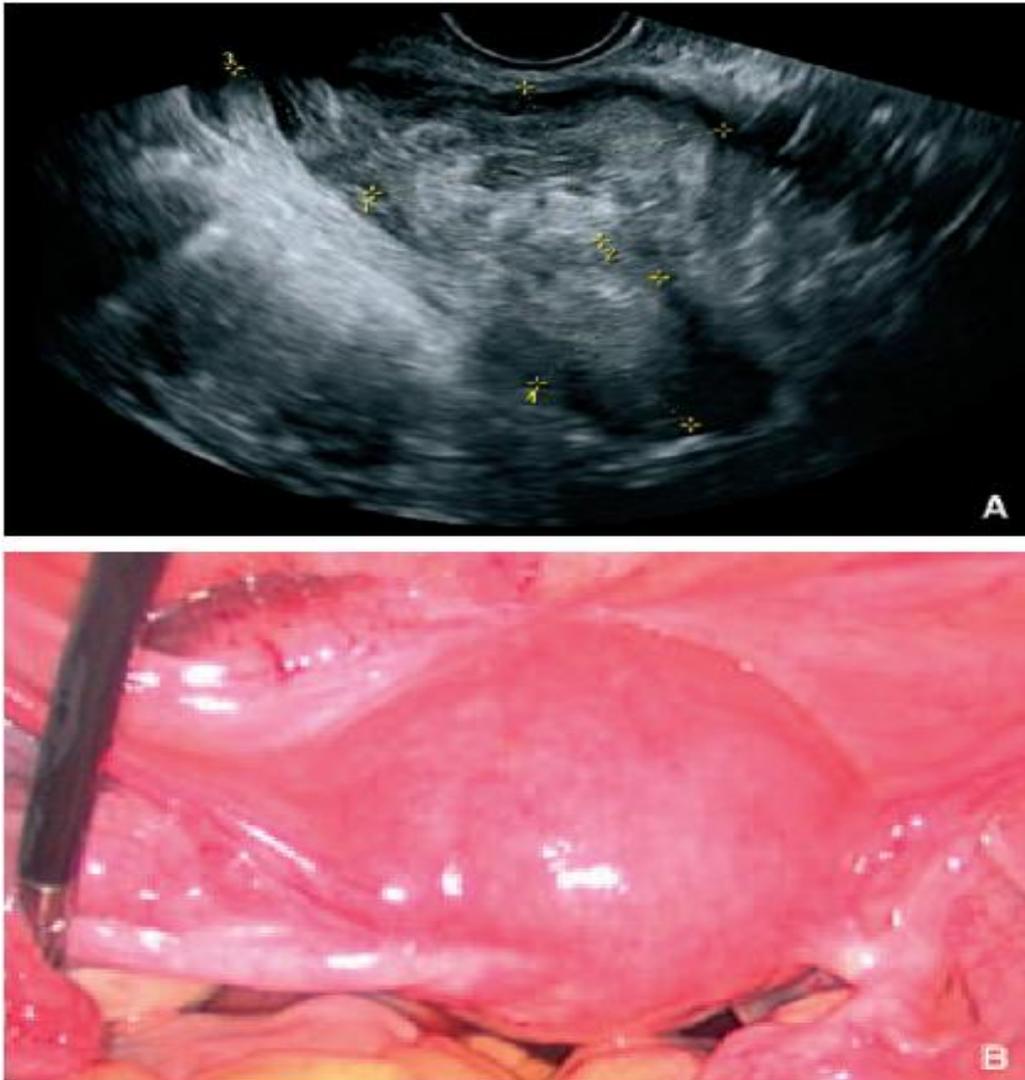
Aspect échographique (A) et percoelioscopique (B) d'une grossesse sur cicatrice utérine.
